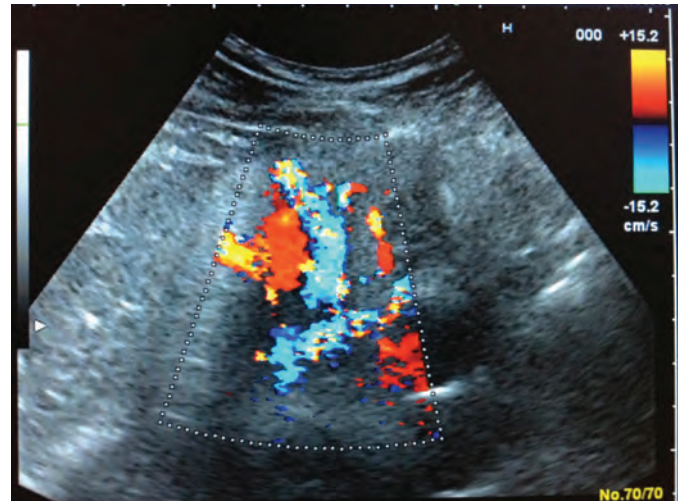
Ultrasound. B – permission. Right kidney. Ordinary cyst?*
